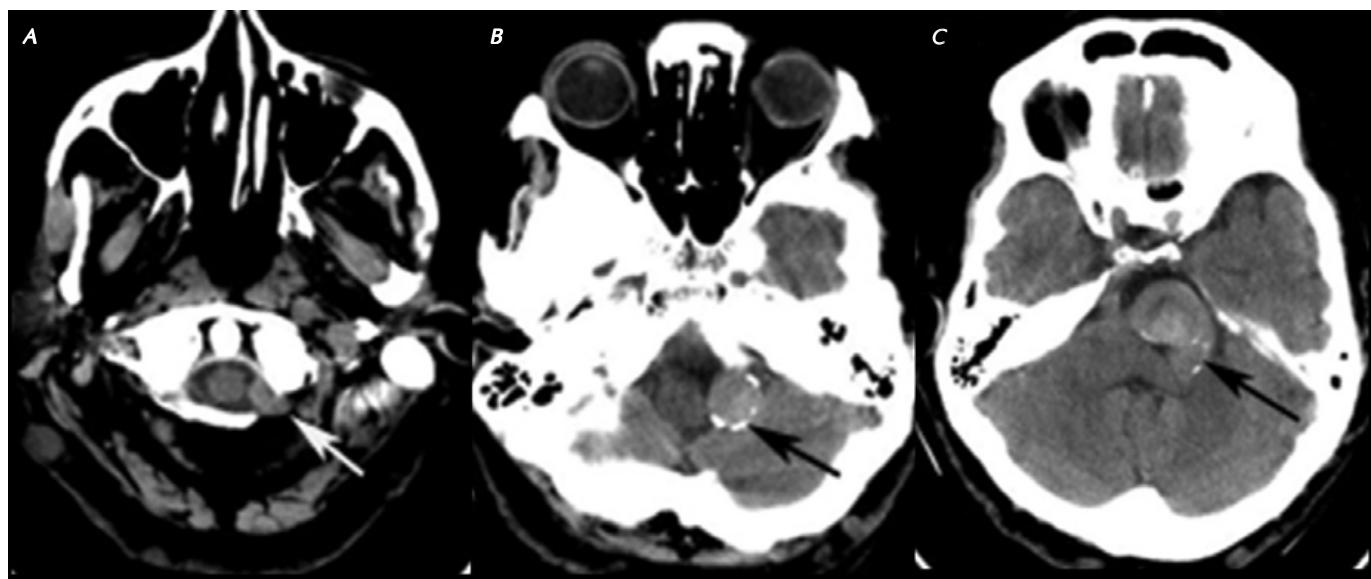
Tomografía de cráneo (fosa posterior). A-C. Las flechas señalan la dilatación aneurismática fusiforme parcialmente trombosada de la arteria vertebral izquierda en su segmento V4.
